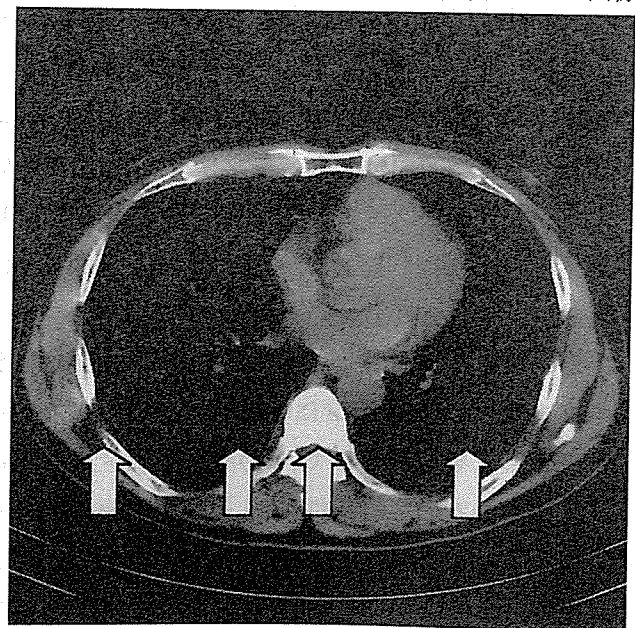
現役に認めた胸膜プラーク（初期）のCT画像
